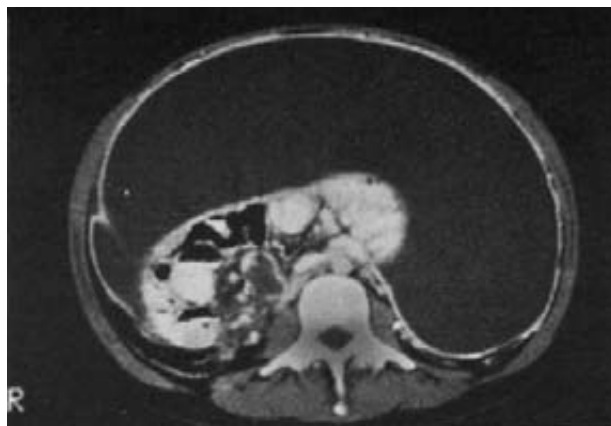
Tomografía computada de abdomen en la que se observa abundante líquido libre encapsulado y que rechaza los órganos intraabdominales.
